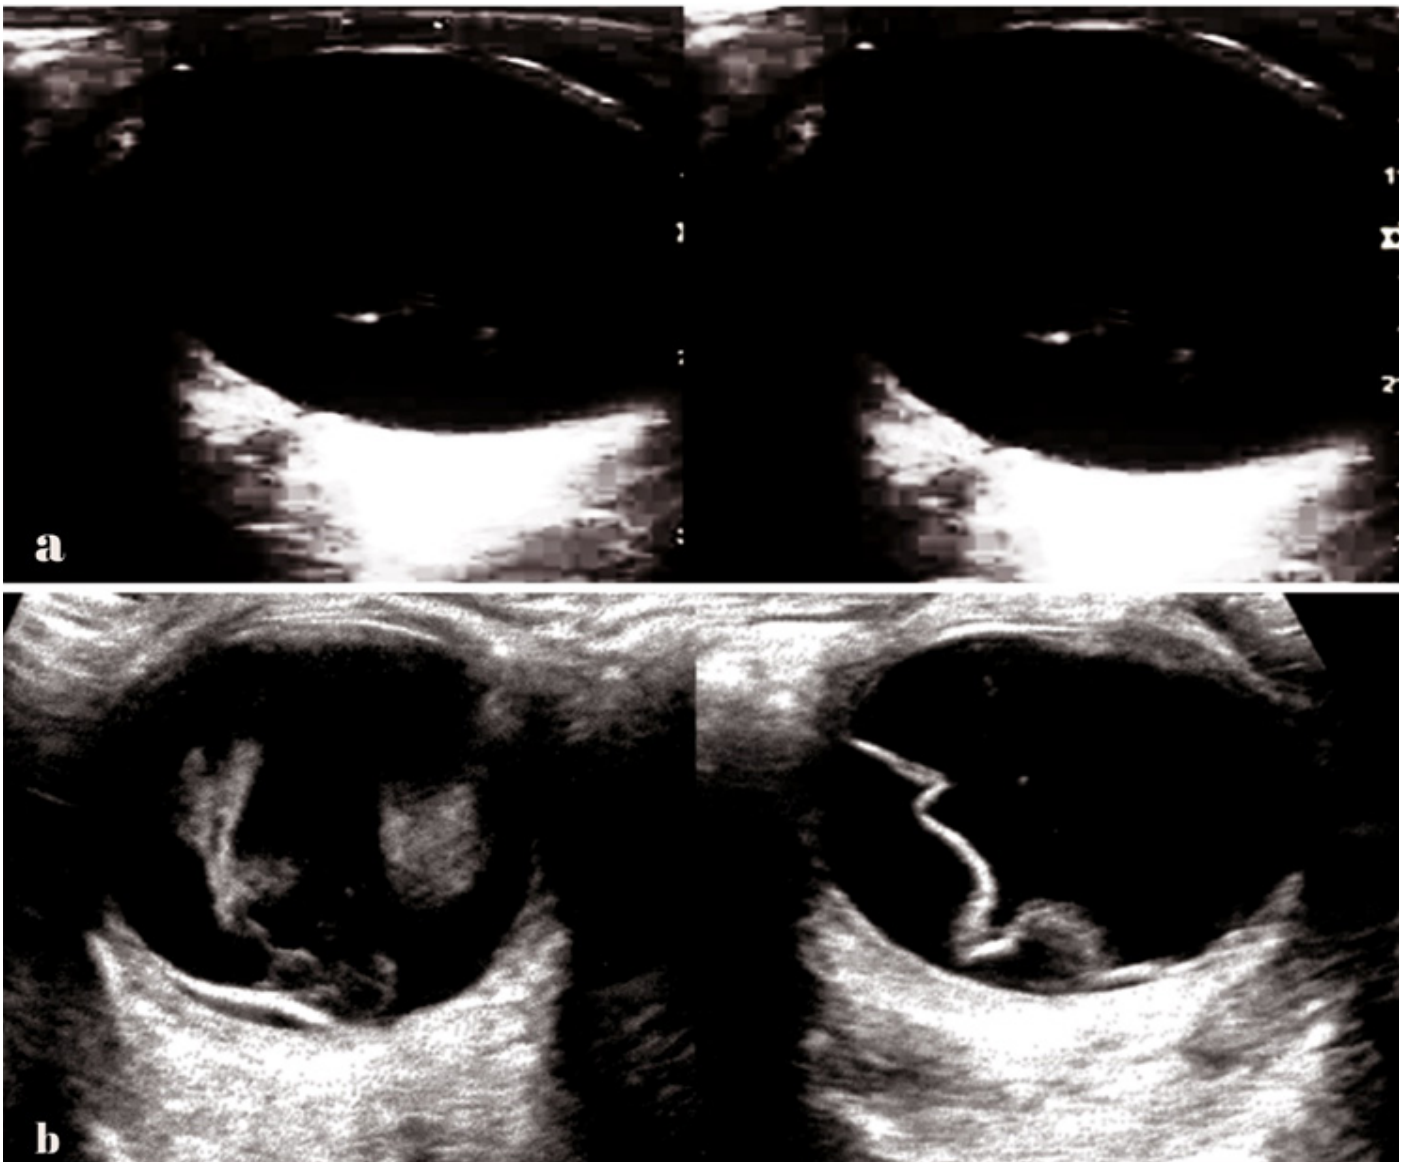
Échographie oculaire en mode B chez un patient présentant une hémorragie vitréenne obturante (a) une hémorragie vitréenne sans déchirure (faible gain) (b) objectivant une hémorragie vitréenne associée à un décollement de rétine supérieur.
